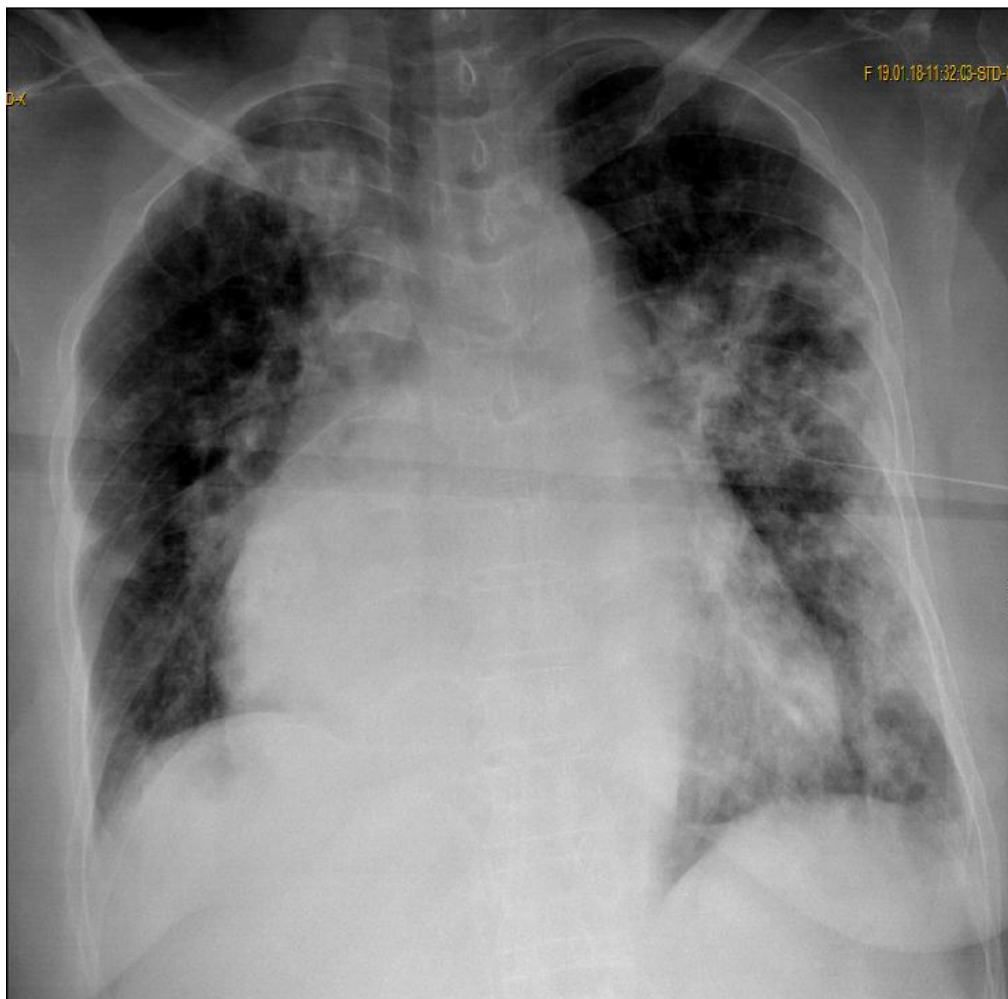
radiographie du thorax réalisée au lit du malade montrant des foyers alveolo-interstitiel plus marquée à gauche réalisant un aspect de poumon sale.
